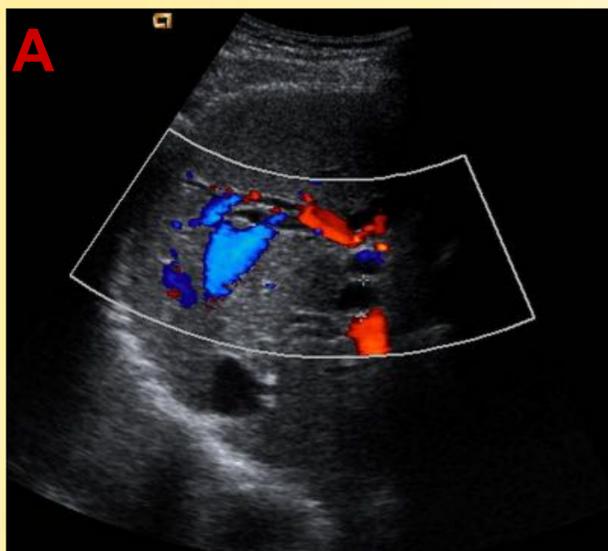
Paciente de 55 años que acude a urgencias por coluria, acolia, ictericia y dolor en hipocondrio derecho sin fiebre asociada. (A) En la ecografía se evidencia dilatación de la vía biliar sin objetivar una causa obstructiva. (B y C) TC con contraste en fase portal donde se evidencia la vía biliar intrahepática dilatada hasta la confluencia hiliar donde se evidencia realce parietal (flecha roja) que se extiende al conducto hepático izquierdo y al conducto hepático común, hallazgos en relación con colangiocarcinoma hiliar tipo IIIb de la clasificación de Bismuth-Corlette.
